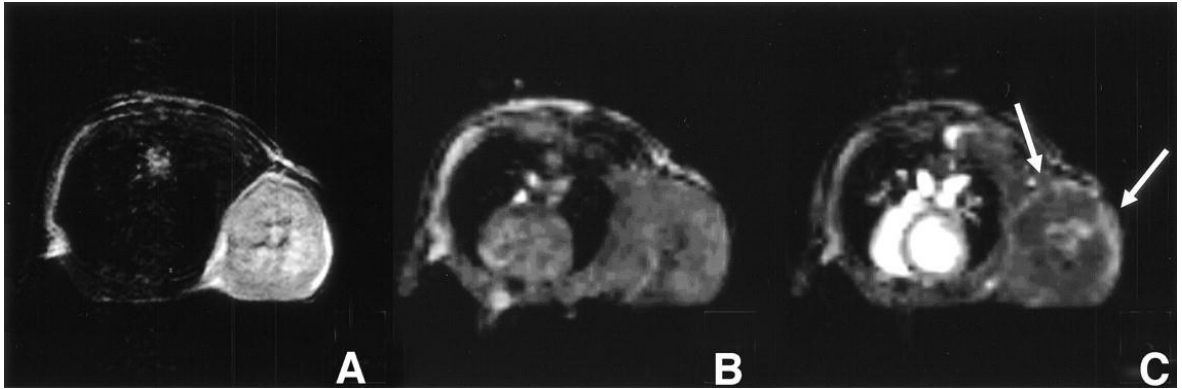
In figura possiamo notare le 3 immagini di RM che rappresentano la massa tumorale di uno dei soggetti sperimentali prima del trattamento con SU6668. La prima immagine T2w (A) mentre le successive entrambe T1w ma prima (B) e 50 minuti dopo (C) la somministrazione del mezzo di contrasto. Nella terza immagine le frecce bianche indicano una maggiore intensità di segnale dovuta alla maggior vascolarizzazione presente in quella regione
